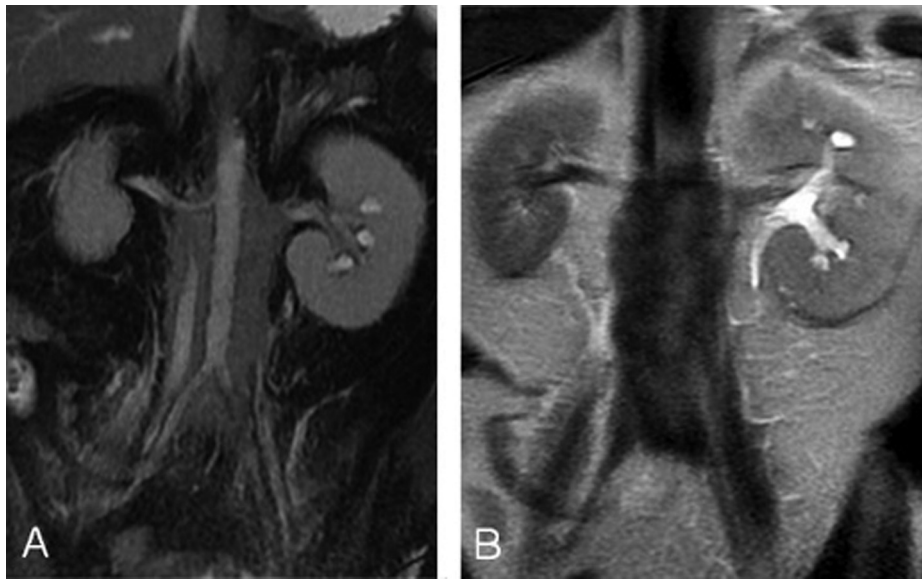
IRM abdominale : plaque rétro-péritonéale périvasculaire en hyposignal T2 (A) et engainement urétéral avec hydronéphrose en amont (B).
